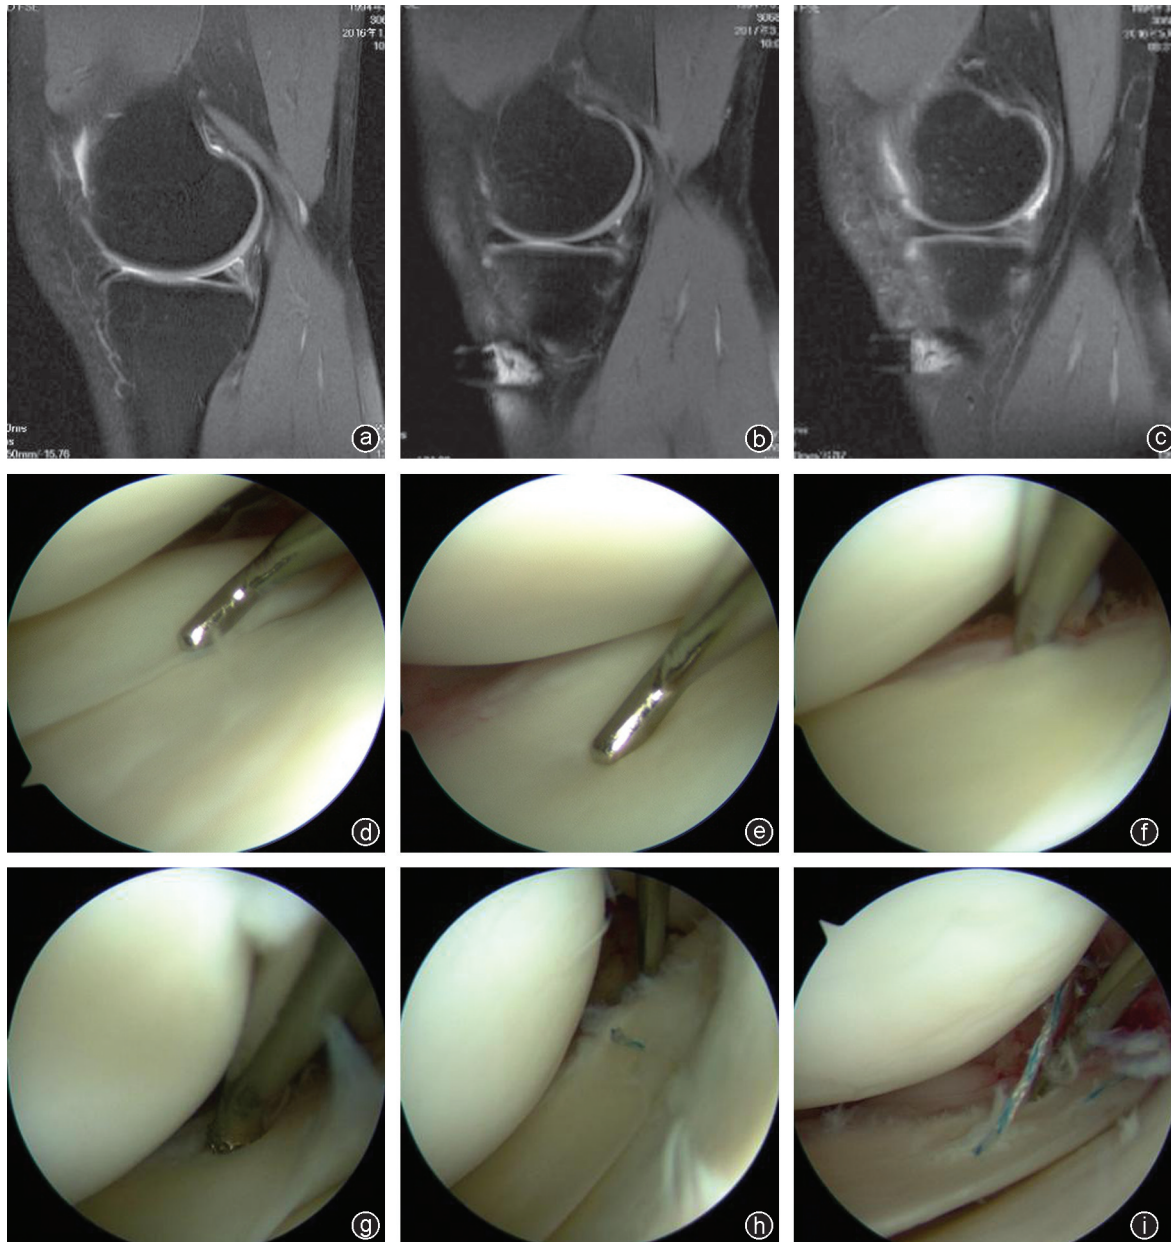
病人,男,21岁,经患膝关节MRI检查及体检确诊为ACL断裂,同时经镜下确诊为内侧半月板Ramp 全程撕裂 a:术前Ramp 区似可见混杂高信号(矢状位);b:术后半年MRI可见Ramp 区局部仍有高信号;c:术后1年MRI可见Ramp 区局部高信号基本消失;d:常规前内侧入路探查内侧半月板后角完整;e:经前外侧入路进入髁间窝观察后内侧角似可见Ramp 损伤出血表现;f:探勾探查进一步证实Ramp 损伤;g:半月板锉行Ramp 损伤部位新鲜化;h:前正中入路置入Fast-fix 360行水平缝合;i:水平缝合2针后探查半月板Ramp 区稳定
